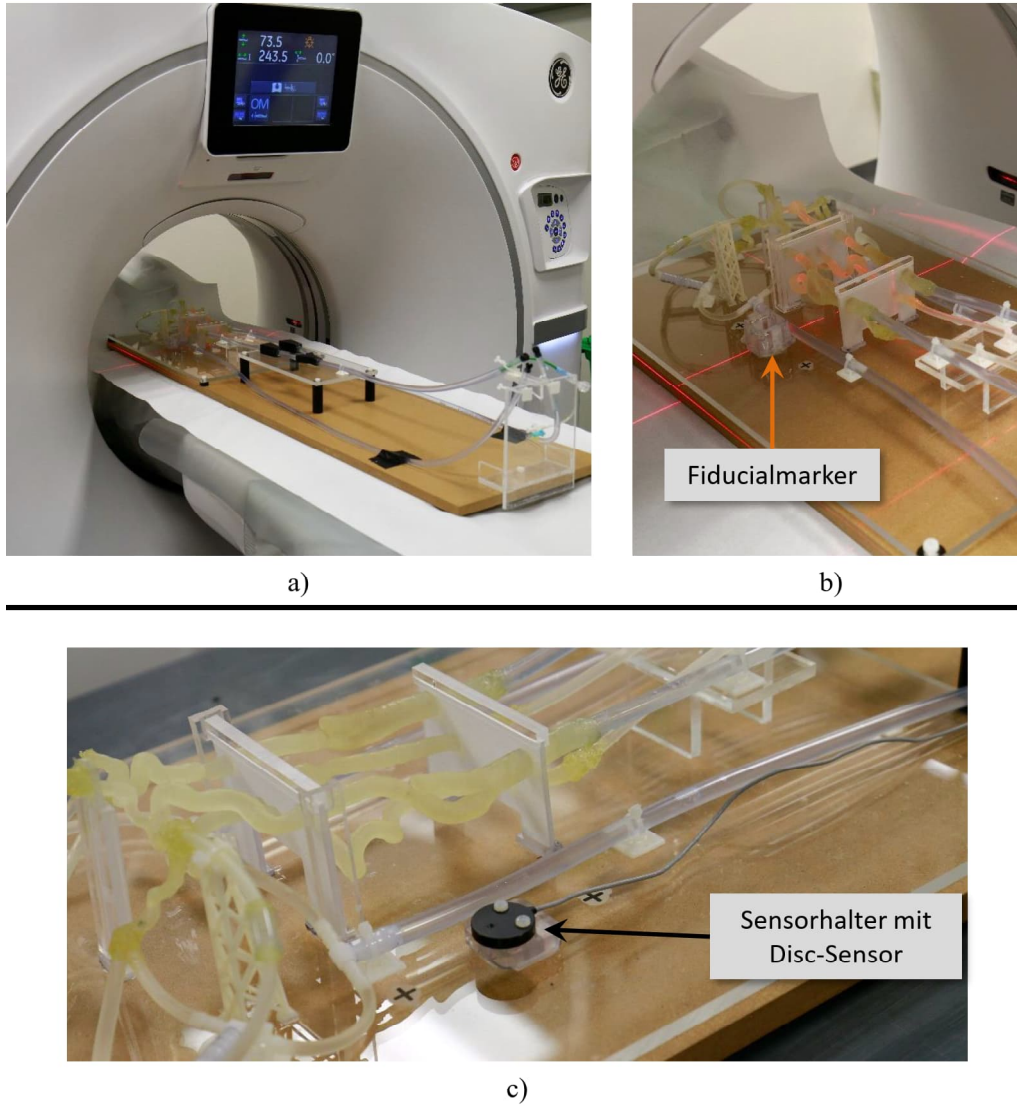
Durchführung der nativen CT-Aufnahme vom Gefäßphantom: a) Das mit einer Kontrastmittelmischung gefüllte Gefäßphantom wurde auf die CT-Liege gelegt und eine CT-Aufnahme erstellt. b) Während der CT-Aufnahme war in unmittelbarer Nähe zu den cerebrovasculären Gefäßen der Fiducialmarker (Abb. 27) des Fiducialmarkerkonzepts platziert, der automatisch in der CT-Aufnahme lokalisiert werden konnte. c) Zur Durchführung der Registrierung wurde später für die *in-vitro*-Benutzerstudie statt des Fiducialmarkers an die gleiche Stelle der elektromagnetische Disc-Sensor positioniert, dessen Pose im Raum mit Hilfe des elektromagnetischen Trackingsystems bestimmt werden konnte.
